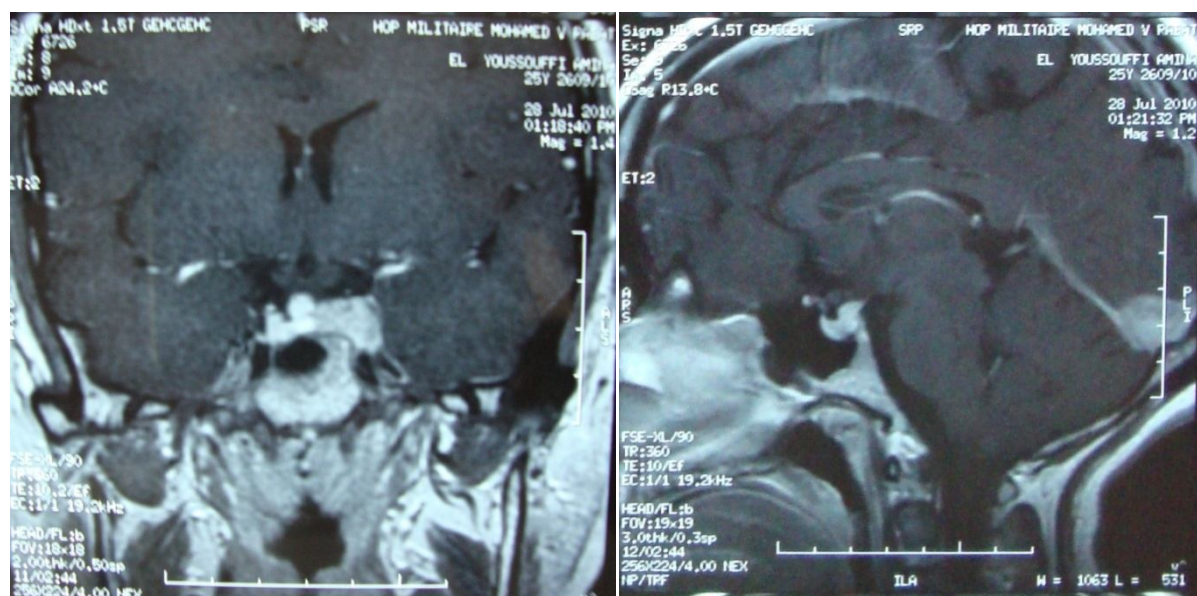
IRM H-H, séquence T1 avec injection de gadolinium : Epaississement de la tige pituitaire et nodule au niveau de la loge caverneuse gauche.
